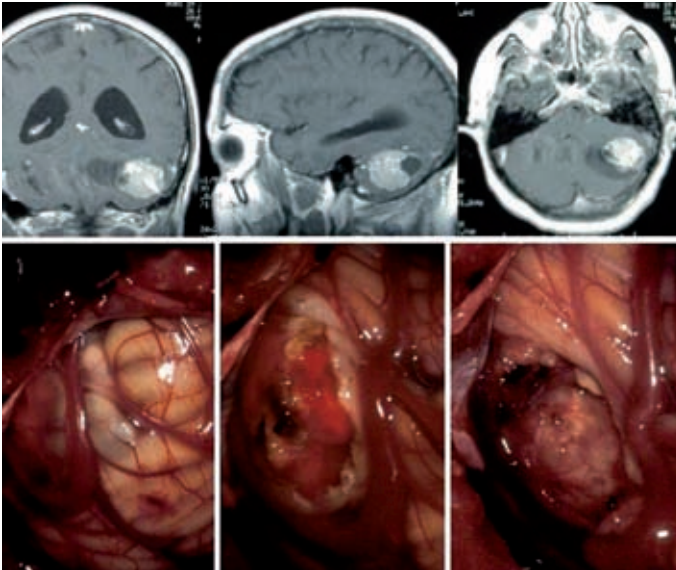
Imágenes RM y operatorias secuenciales de un hemangioblastoma cerebeloso: en el primer momento se observa el teñido cortical y un vaso grueso adyacente; en la segunda imagen se descubre el nódulo tumoral, rojizo, cuyo contorno se disecciona; en el fondo del lecho se observa la gliosis que forma la pared del quiste asociado, que se vacía espontáneamente.
